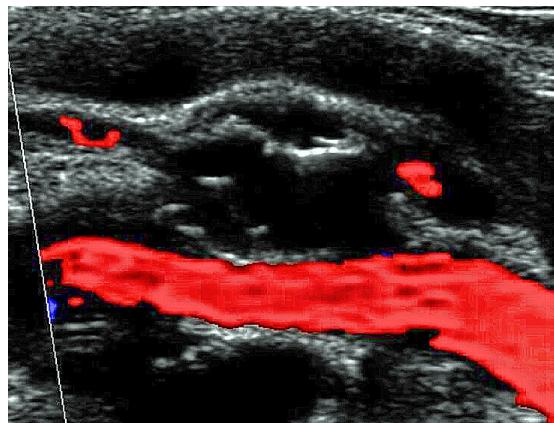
Color Doppler ultrasonography, showing walled cystic lesion in the adventitial layer of the left popliteal artery, with extrinsic compression and discrete reduction in the caliber of the vessel.
